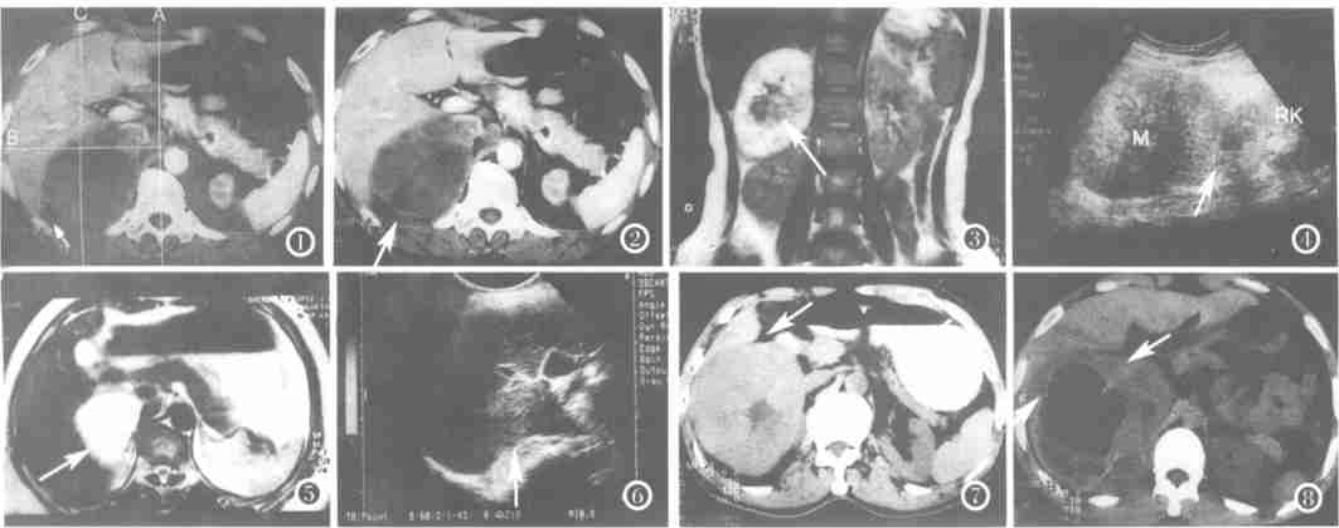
病灶中心与右腹中线(C线)的位置关系:选取肿块中心层面,以椎体后缘中点及椎板夹角相连画一延长线(A线),在右侧腹壁内缘选距A线最远的一点作A线的垂直线(B线),取B线的中点作B的垂直线(C线),箭头所指为病灶与肝下缘夹角。图2 肾上腺转移瘤:同图1,肿块中心位于C线的内侧,病灶与肝下缘的夹角在外侧。图3、4 肾上腺嗜铬细胞瘤:T₂W 冠状位扫描见右肾明显受压下移,病灶全貌显示清楚。多普勒超声见病灶血流信号丰富,血流信号位于肾上腺,提示病灶来源于右肾上腺,病灶与肾脏分界清楚,呼吸运动肝脏在肿块表面滑动。箭头所指为血流信号,“M”为病灶,“L”为肝脏,“RK”为肾脏。图5、6 肝右叶后下段肝血管瘤伴坏死T₂W 扫描见病灶位于肝肾间隙,其内缘突向下腔静脉前方,MR 较难判定病灶来源。B超显示病灶位于肝内突向肝外,并随肝脏同步运动,箭头所指为病灶。图7 肝右叶巨块型肝癌突向肝肾间隙,病灶与肝下缘夹角(箭头所指)在内侧,病灶中心在C线稍外侧,病灶位于下腔静脉外侧。图8 肾上腺嗜铬细胞瘤,CT 能较好的显示病灶的内部结构,如钙化,并可见病灶与肝下缘夹角为双侧(↑)。
